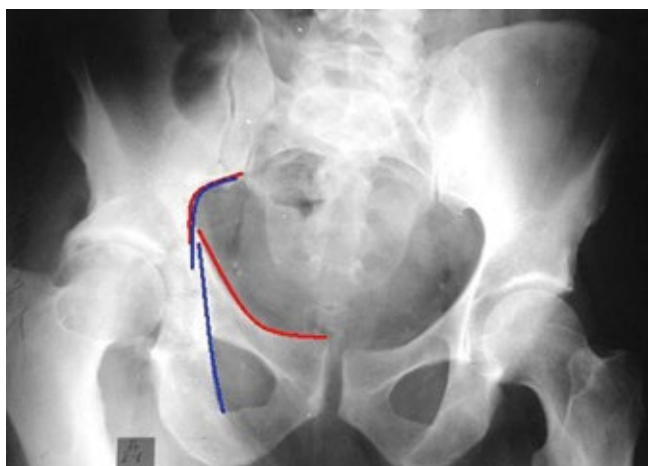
Обзорная рентгенография таза пациента с переломом вертлужной впадины.
